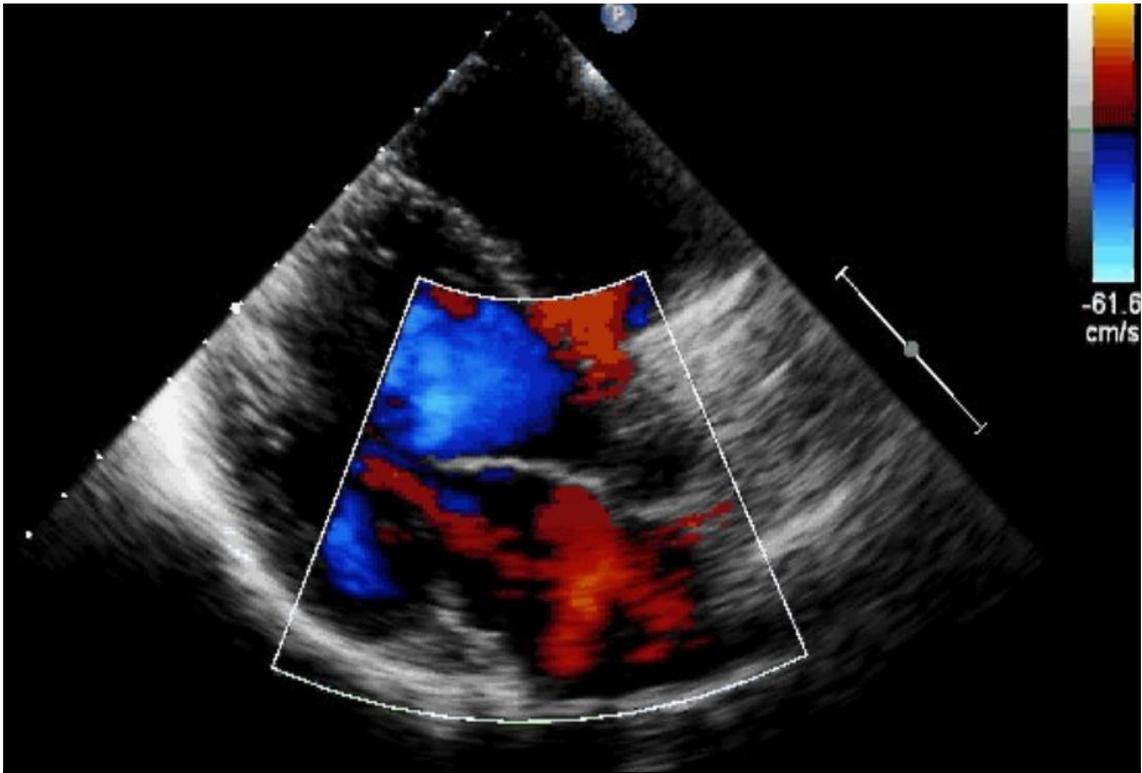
Eje largo paraesternal con doppler, en cuyo estudio completo se observo función diastólica normal
